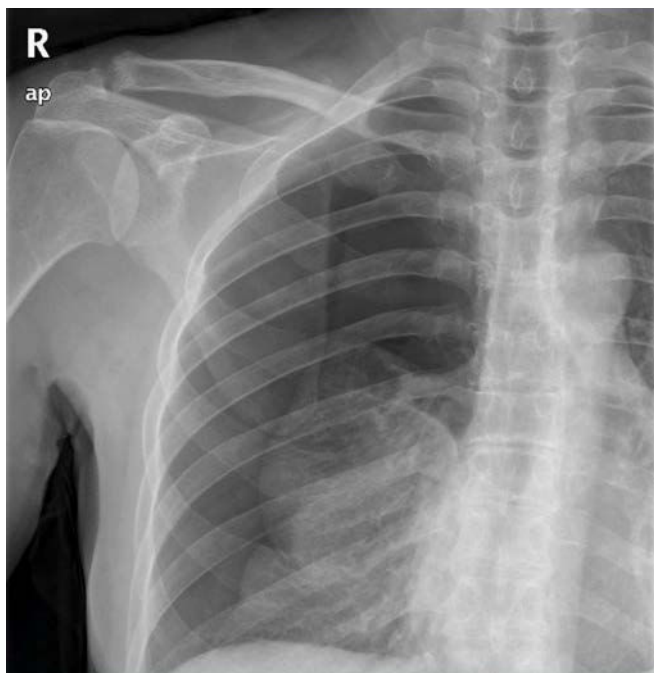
Radiografía de tórax posteroanterior. Se visualiza parénquima pulmonar reducido a la región basal con ausencia de trama broncovascular en región superior y media de hemitórax derecho.
